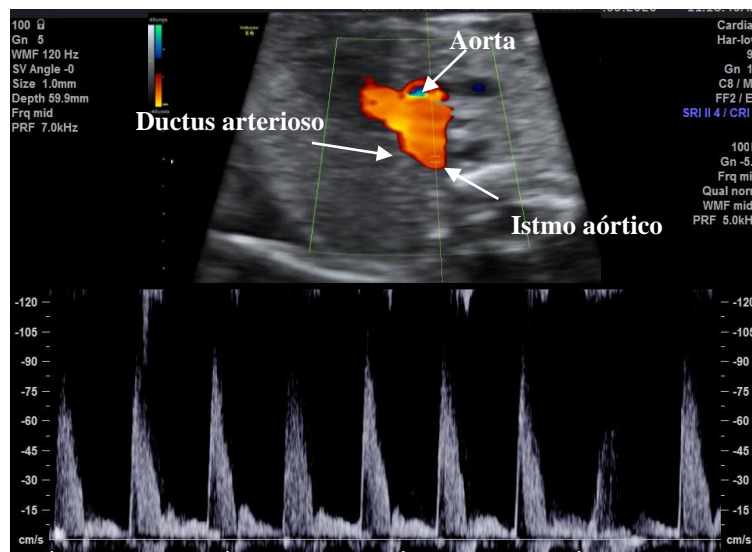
Insonación y onda de velocidad flujo del istmo aórtico medido en el corte de los tres vasos y tráquea. Obsérvese que la muestra del Doppler se coloca justo antes de la convergencia del istmo aórtico y el ductus arterioso.
